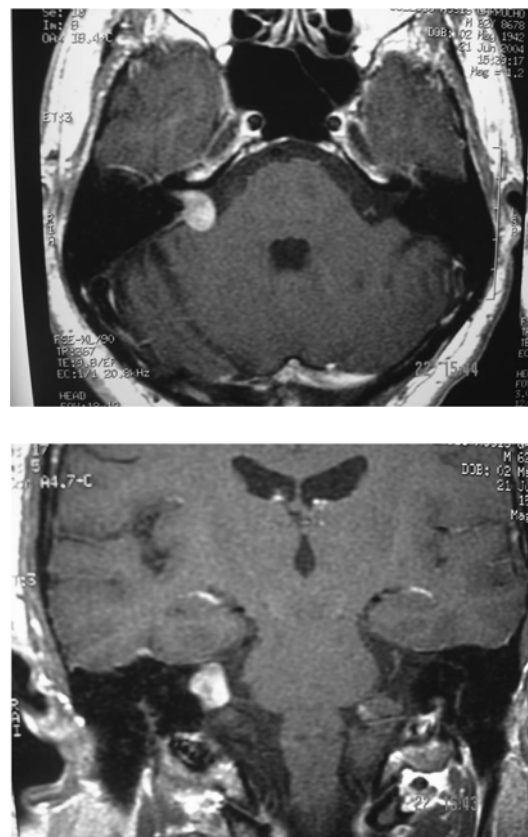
Ressonância após três anos de GK, nota-se pequena diminuição do tumor.
